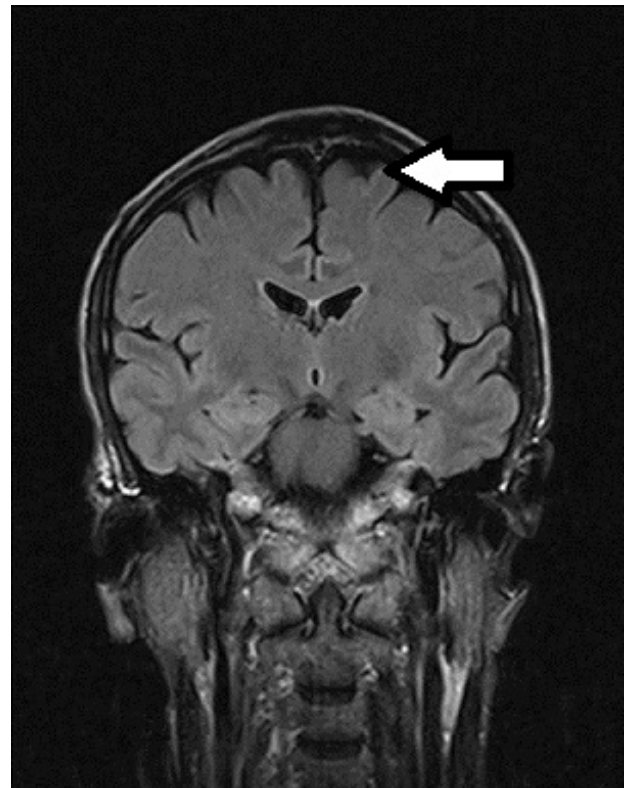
Corte coronal de Resonancia Magnética en secuencia FLAIR, se observa dilatación de los ventrículos laterales sin desplazamiento de la línea media y atrofia cortical del lóbulo Parietal (flecha).
